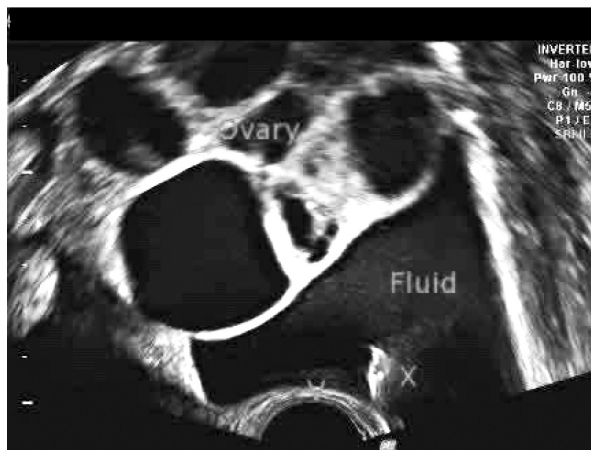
Синдром гиперстимуляции яичников ТВ-УЗИ
